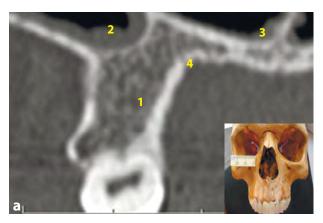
Возрастная изменчивость внутриорганного строения верхней челюсти по данным СКТ ребенка 4,5 лет (а) и взрослого человека (б): 1 – глазничная поверхность, 2 – скуловой отросток, 3 – верхнечелюстная пазуха, 4 – альвеолярный отросток, 5 – небный отросток
